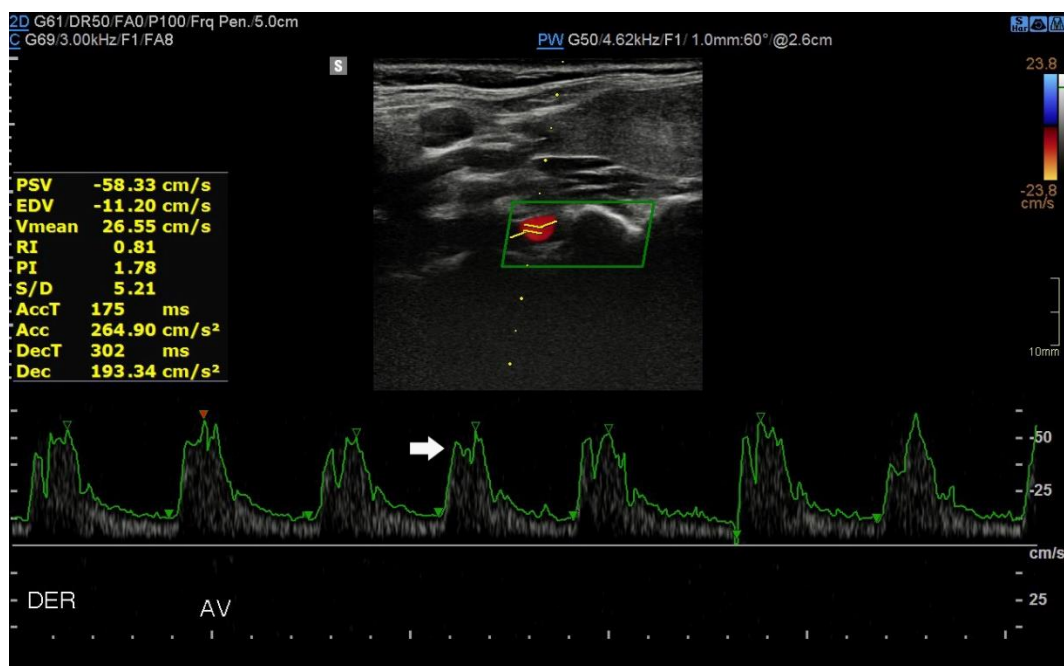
Ultrasonido Doppler espectral corte longitudinal de la arteria vertebral derecha con flujo vascular anterógrado (flecha).
